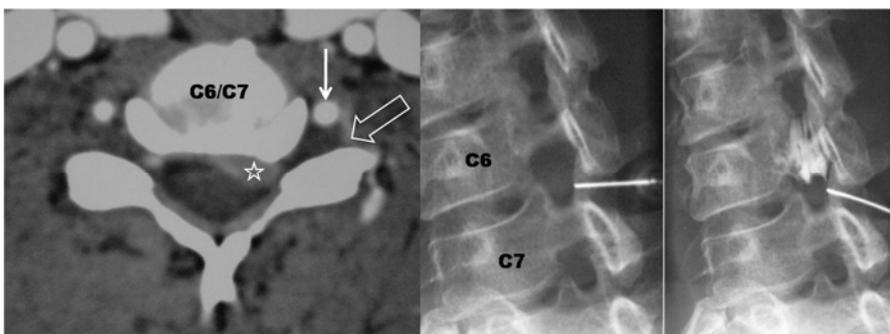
a : hernie postérolatérale C6/C7 gauche (étoile) sur une coupe TDM avec injection de contraste IV, permettant de parfaitement repérer l'artère vertébrale (flèche fine). L'artère gauche est dominante. Il y a suffisamment de place pour glisser une aiguille entre elle et le massif articulaire (flèche creuse) ; b : aiguille en place ; c : Injection de contraste qui moule le ganglion spinal.
